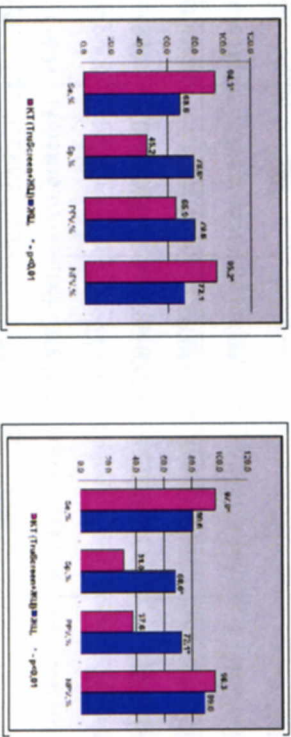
Сравнение характеристик жидкостной цитологии и КТ(TruScreen+ЖЦ) в диагностике SIL и N-SIL шейки матки
